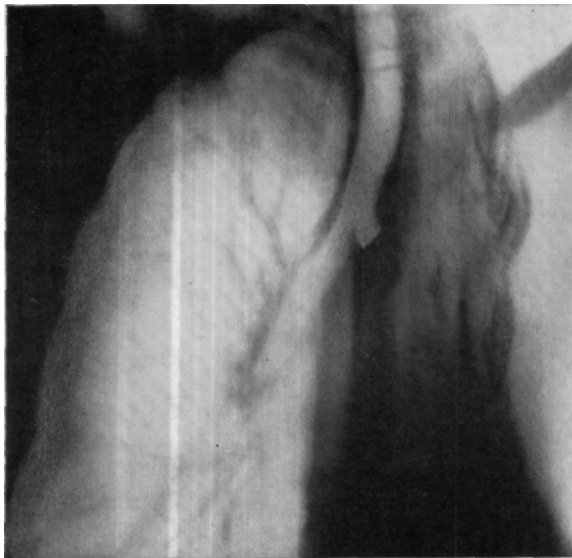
Томограмма больного Т., произведенная через корень легкого перед выпиской больного из стационара
